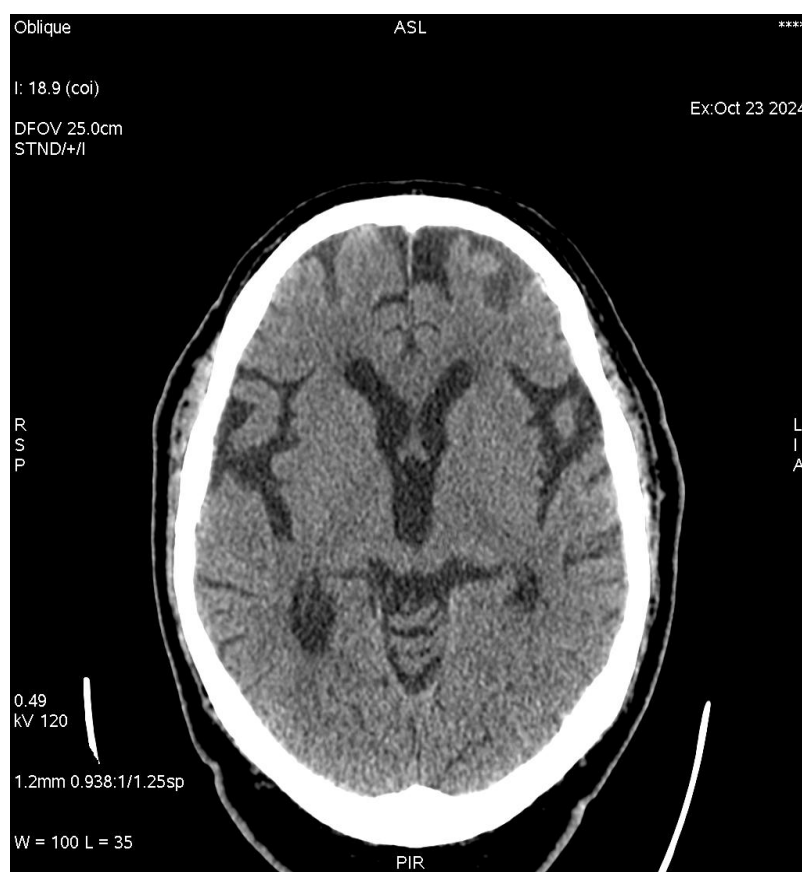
Аксиальный срез КТ головного мозга
